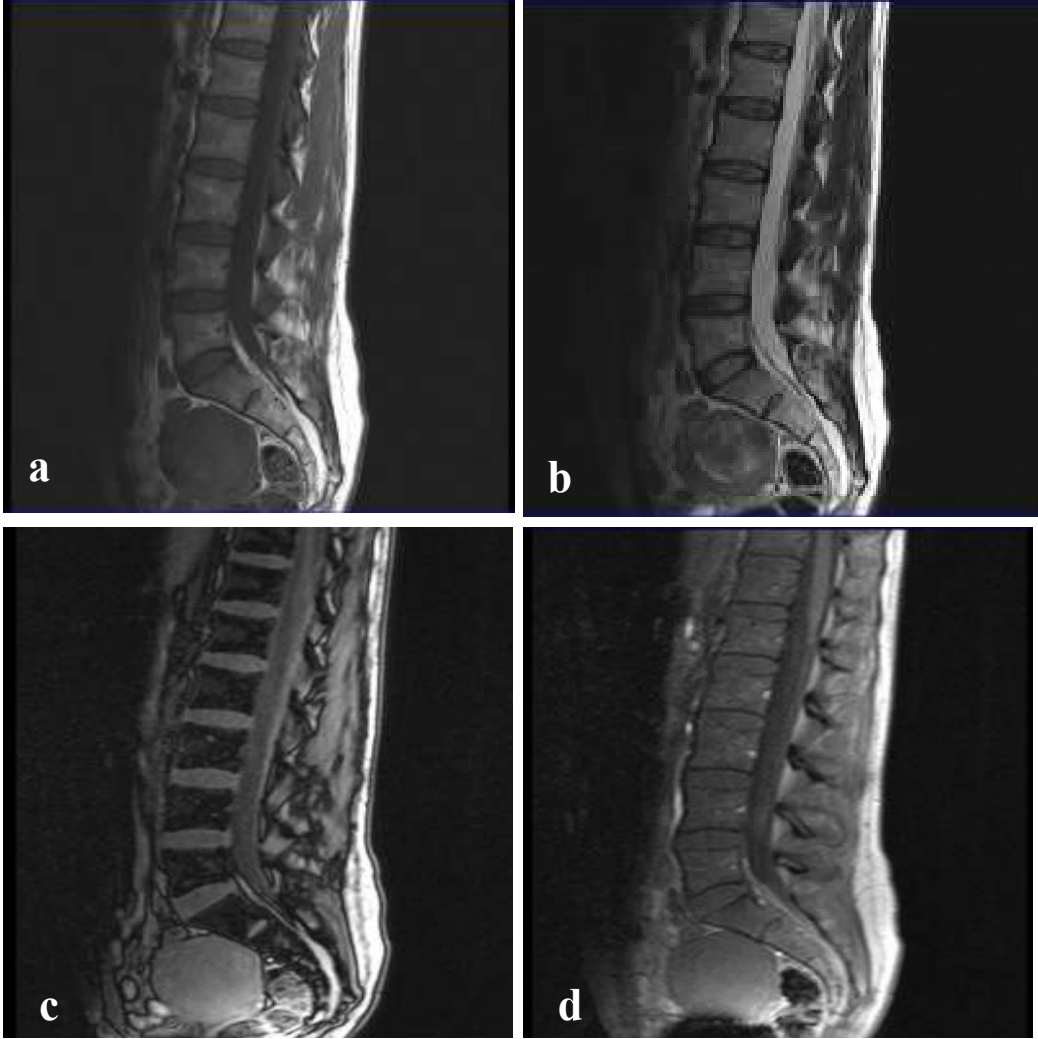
Yirmi beş yaşında kronik hastalık ve/ veya anemi öyküsü olmayan bayan hastanın yapılan MRG incelemesinde lomber sagittal T1A sekansta (a) vertebral Kİ sinyal intensitesi diffüz olarak komşu diske oranla eşit görünümdeydi. Sagittal dış faz sekansta (b) iç faz sekansta (c) kıyasla sinyal kaybı mevcuttu (SIO $0.59 < 0.82$). Görünüm obeziteye ve/veya genç yaşa sekonder oluşan kırmızı kemik iliği rekonversiyonu olarak yorumlandı. Olgunun 15 aylık takipteki kontrol hb değeri ve MRG sonuçları normaldi.
